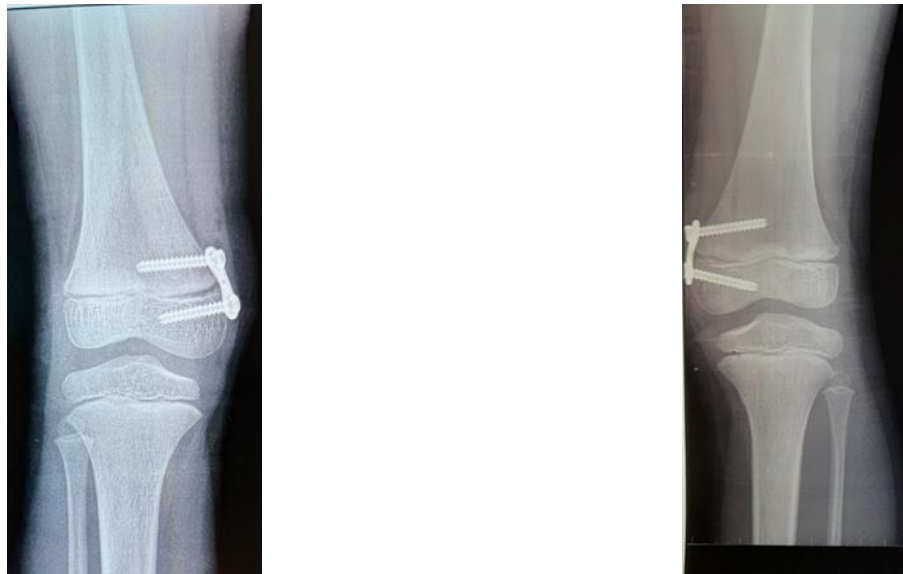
Рентгенограмма коленных суставов пациентки после выполнения временного гемиепифизиодеза. Ноябрь 2021 г.
